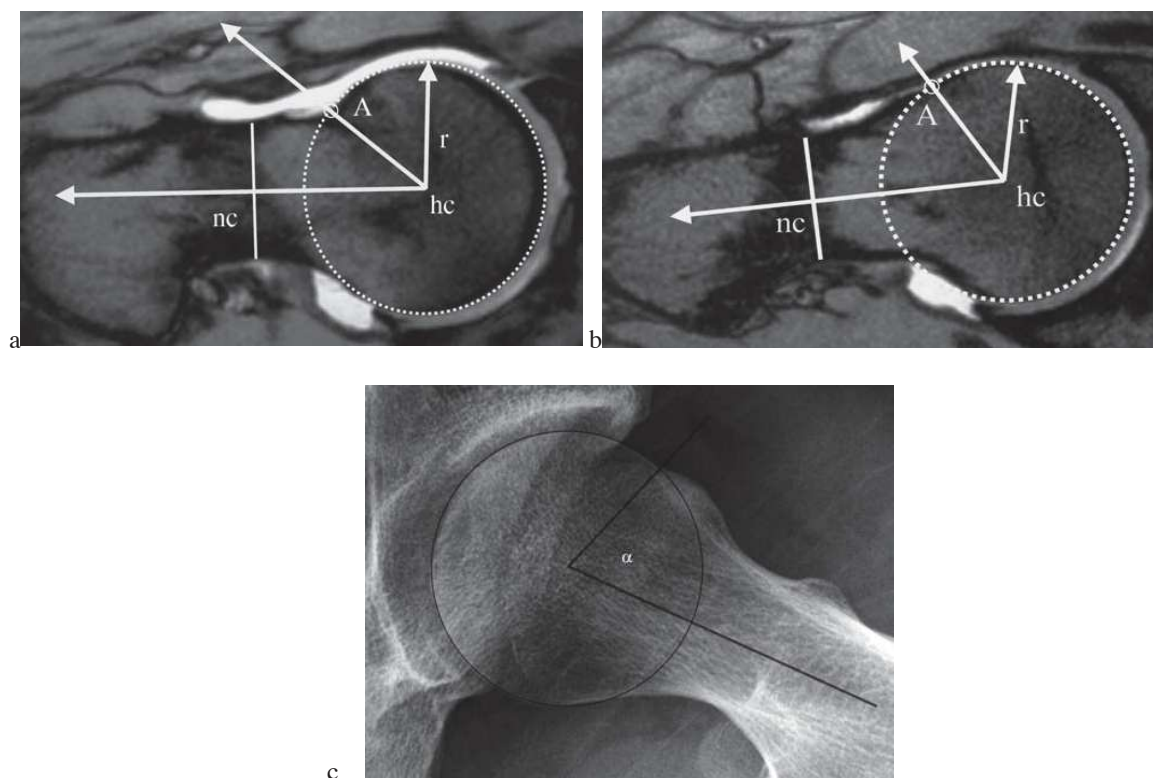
Mesure de l'angle alpha selon Notzli et al. sur des coupes axiales d'IRM et radiographique (Frog-Leg).
